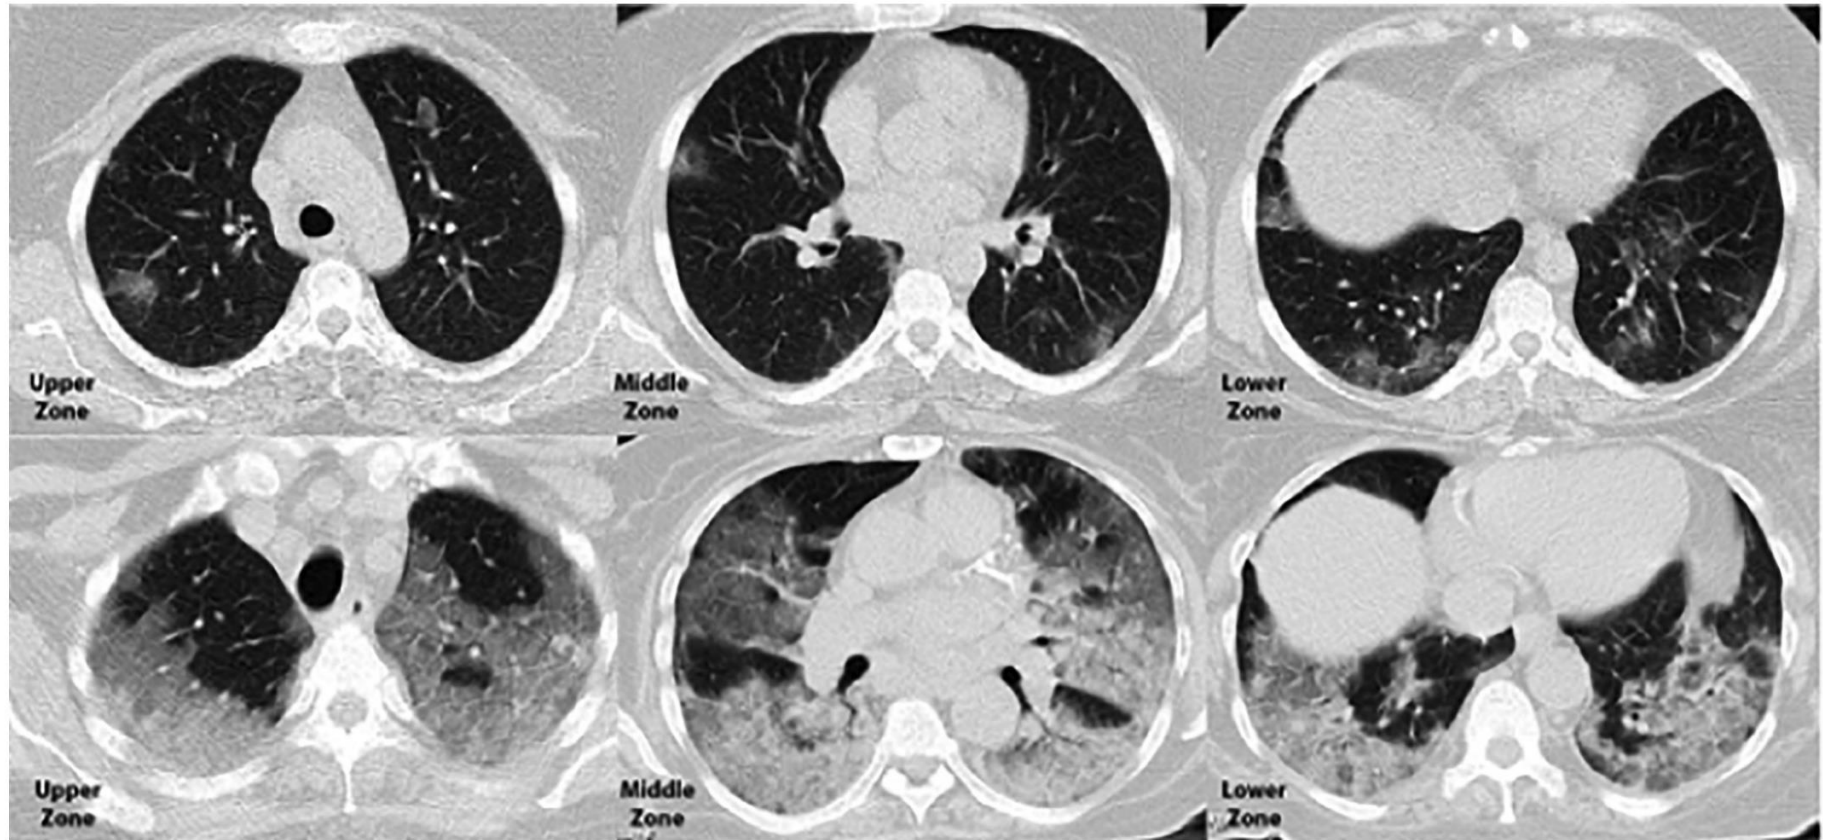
Axial Chest CT scan in a 44-year-old woman who was discharged from the hospital (above) and a 77-year-old woman who passed away (below) provided a side-by-side comparison of CT severity score.
